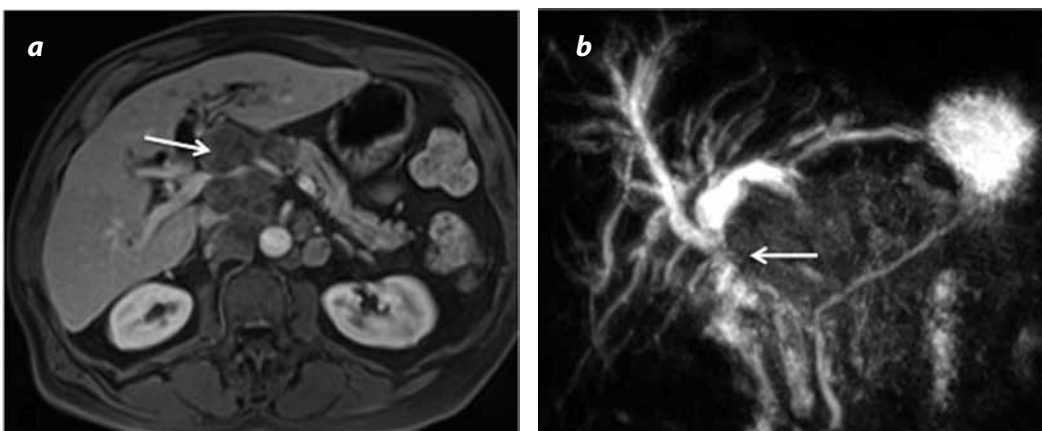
Obstrucción secundaria a adenopatías. a) RM axial con información T1 con medio de contraste y supresión grasa: conglomerado de adenopatías retroperitoneales, peripancreáticas (flecha). b) Pancreaticoduodenales con efecto compresivo sobre el colédoco que produce dilatación de la vía biliar intrahepática como se observa en la secuencia de CPM (flecha).
